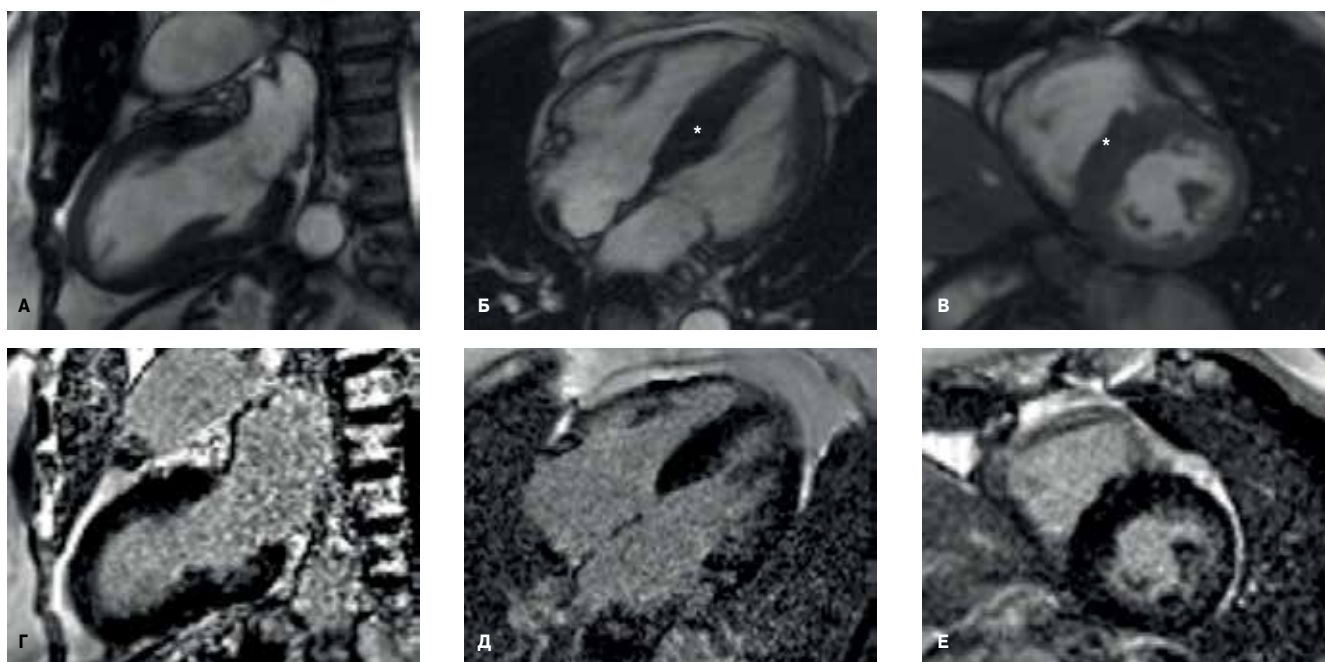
(А-В) Магнитно-резонансная томография сердца в кино-режиме, SSFP-последовательность.
